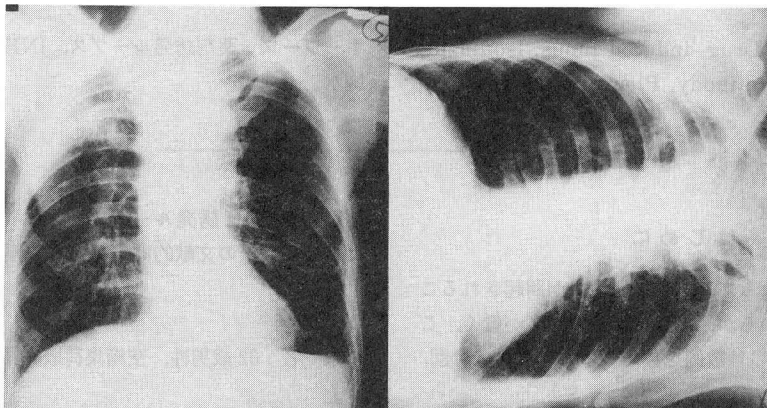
2回目入院時胸部X線写真(左; 正面, 右; 左側臥位正面)
